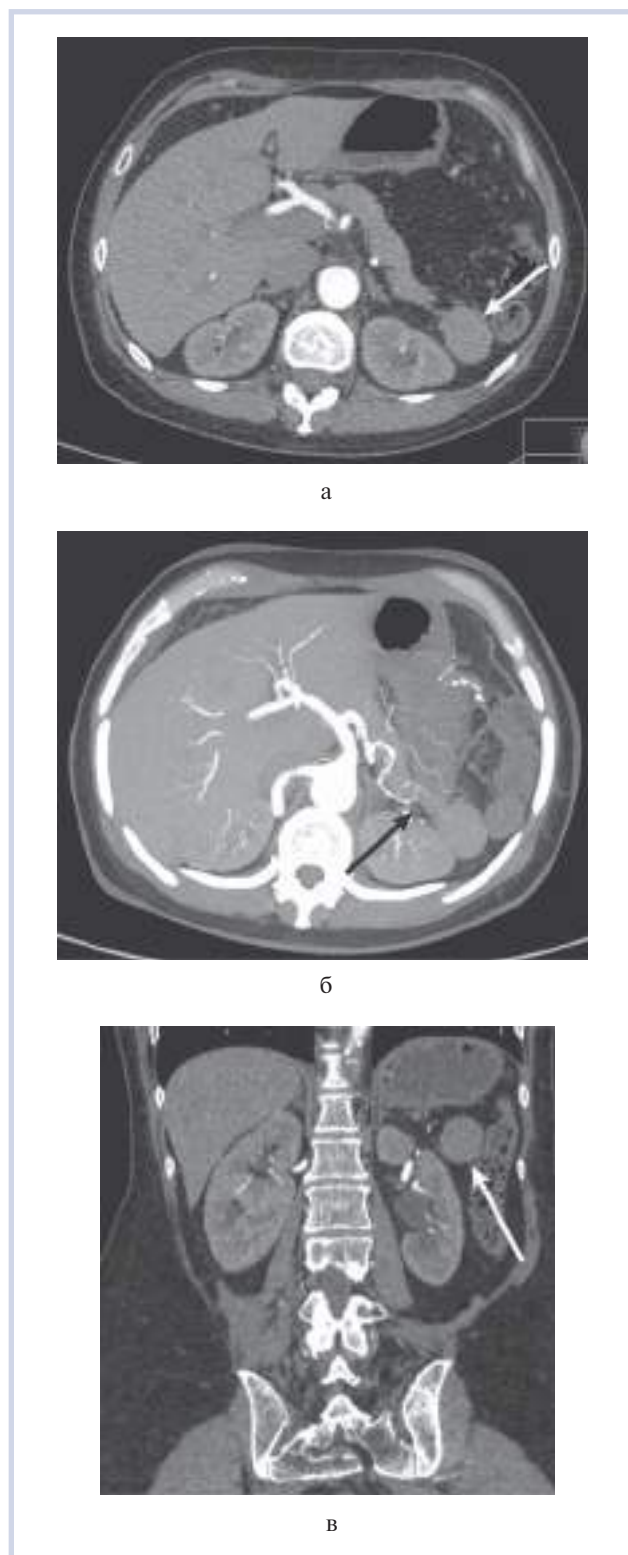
МСК-томограмма органов брюшной полости с внутривенным контрастным усилением, артериальная фаза у пациентки А.
